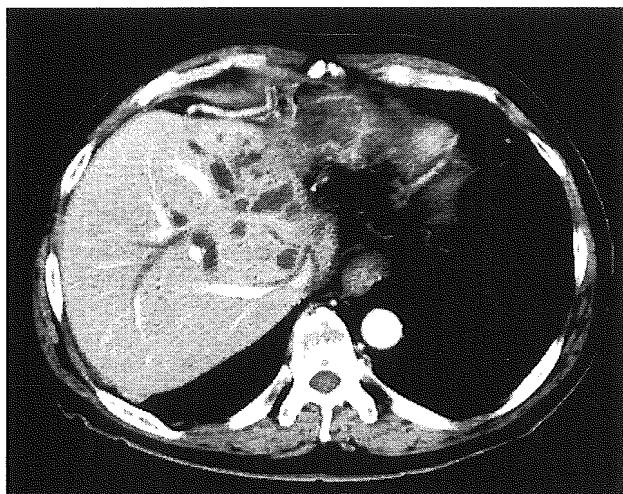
CT明らかなmass forming はなく、両側肝内胆管拡張を認め浸潤性胆管癌と考えた。
